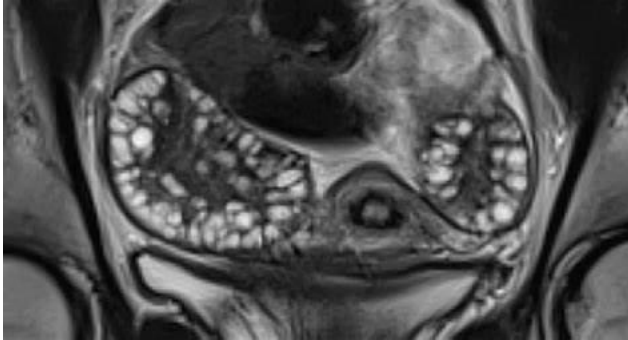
L'aspect des ovaires poly kystiques à IRM[103].
